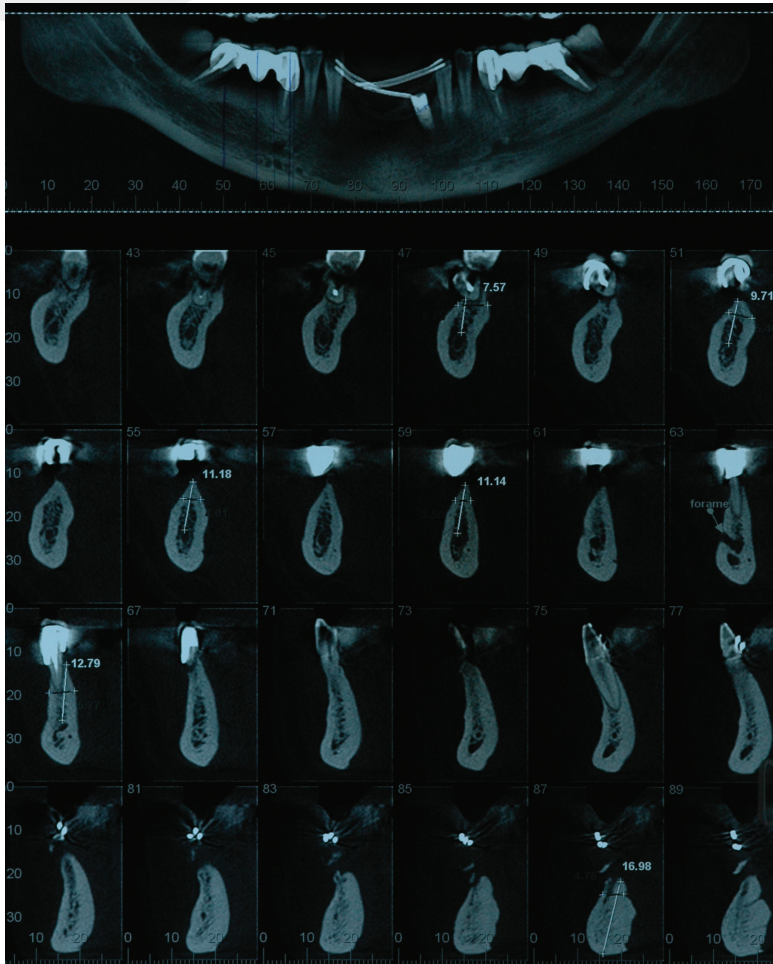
Avaliação imaginológica da tomografia computadorizada.
